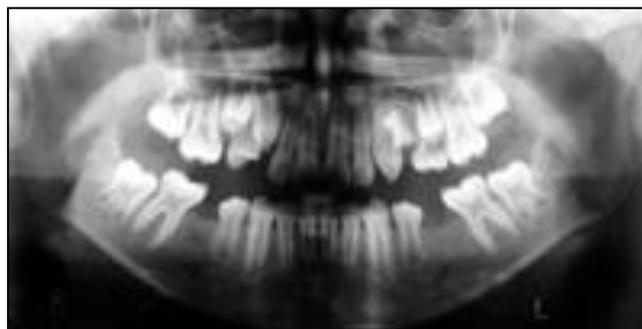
Radiografia panorâmica após a extração dos segundos molares temporários inferiores e dos primeiros molares temporários superiores.
